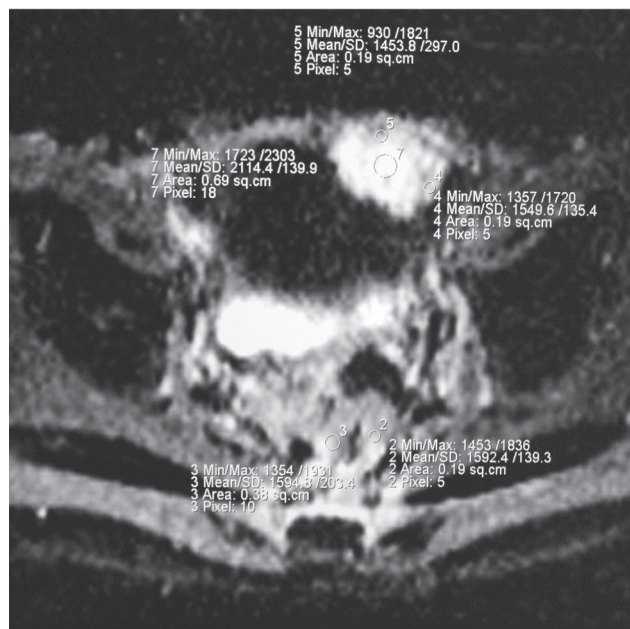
ADC-карта диффузионной МРТ
